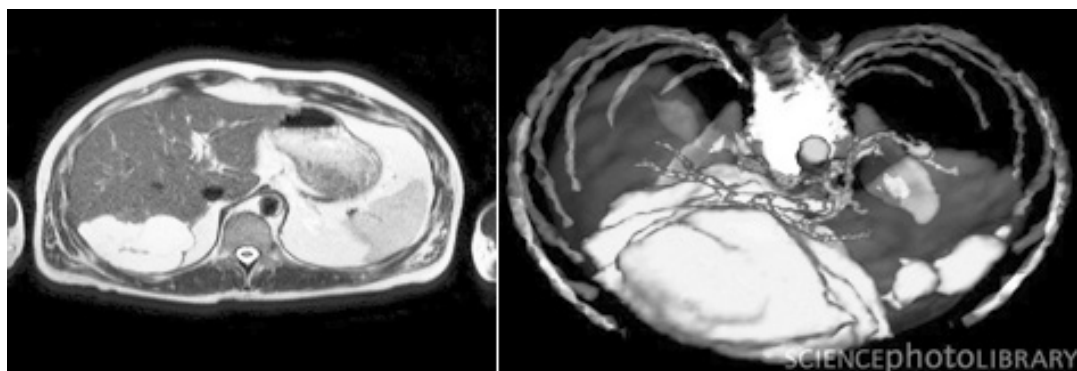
Angio RMN cu reconstrucție 3D.
